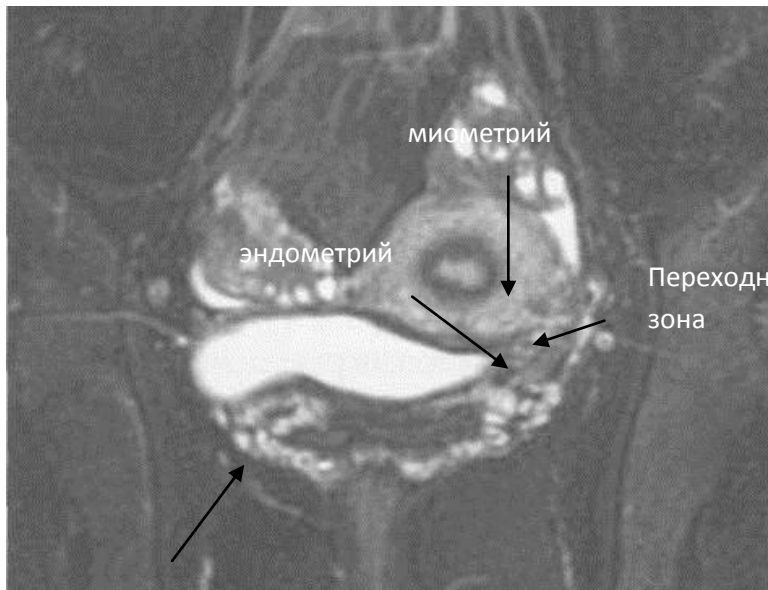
5. МРТ матки в коронарной плоскости. T2-ВИ с подавлением сигнала от жира (FAT SAT).
